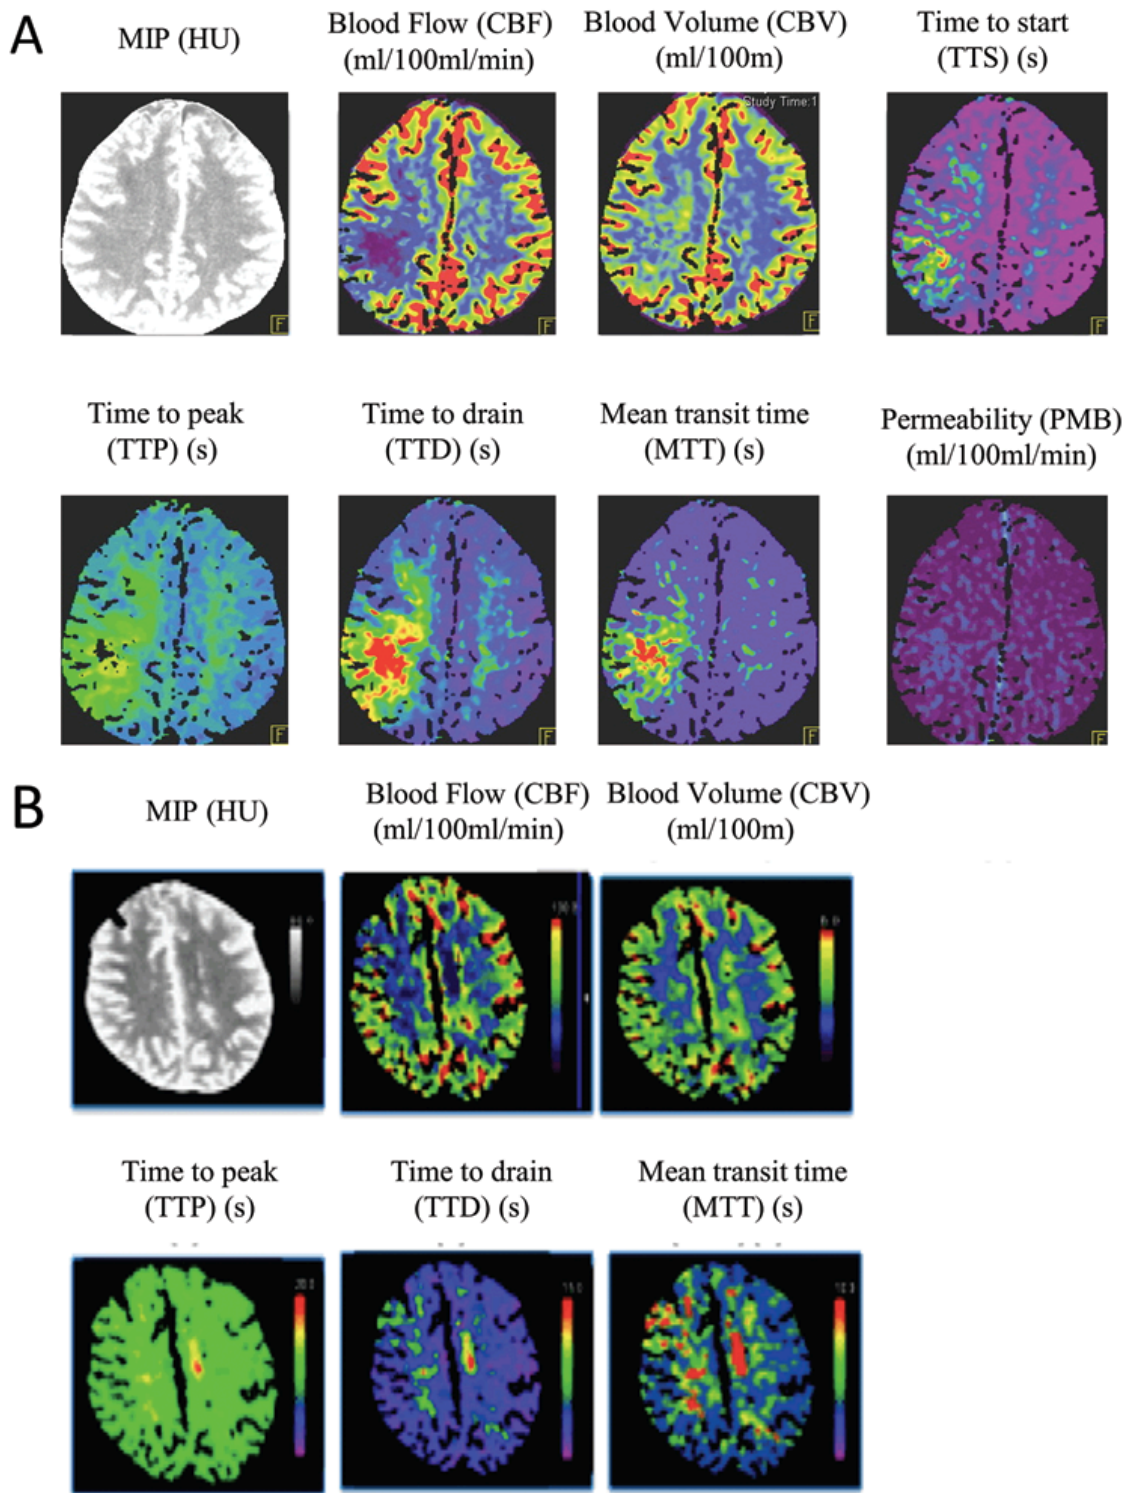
Beispiel von territorialen Perfusionsdefiziten in der computertomographischen Perfusionsbildgebung im Versorgungsgebiet der Arteria cerebri media rechts, dargestellt auf den berechneten farbkodierten Mappen für jeden einzelnen Perfusionsparameter (A), Beispiel von nicht-territorialen Perfusionsdefiziten beidseits, dargestellt auf den berechneten farbkodierten Mappen für jeden einzelnen Perfusionsparameter (B)
